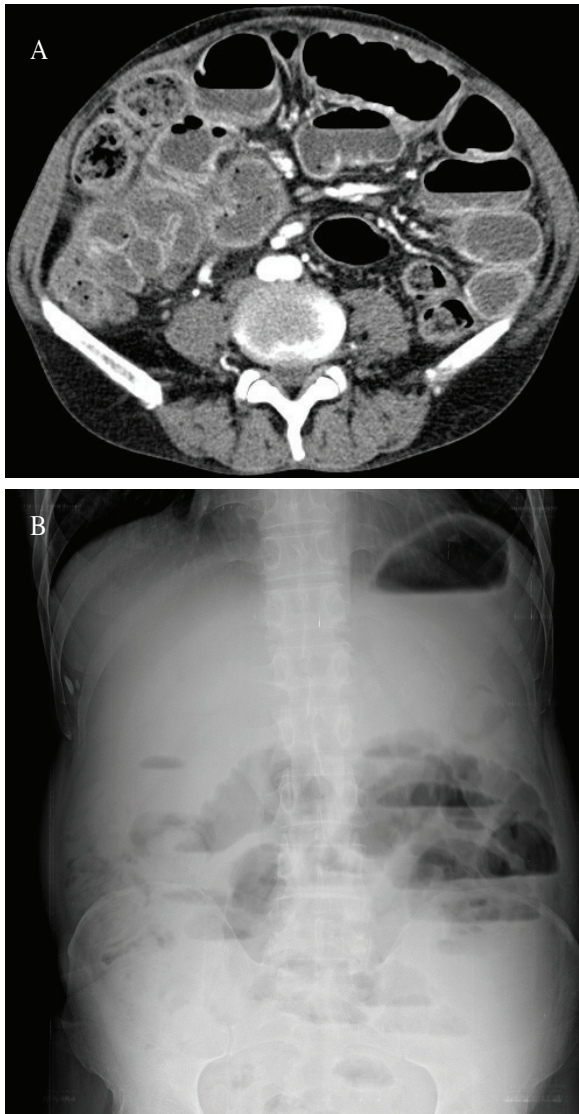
Enhanced CT scan shows multipoint small bowel obstruction due to adhesion (A). Simple abdominal X-ray shows stepladder pattern small bowel obstruction sign (B).
